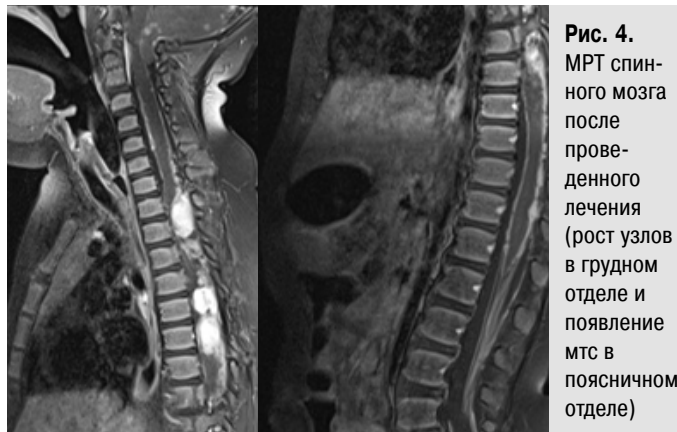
МРТ спинного мозга после проведенного лечения (рост узлов в грудном отделе и появление мтс в поясничном отделе)
